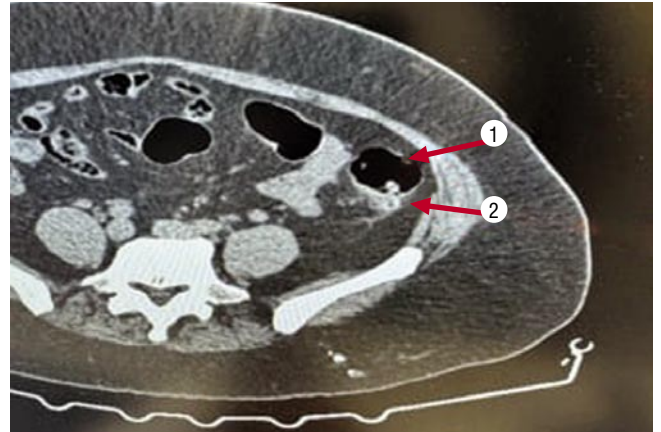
КТ исследование при перфоративном дивертикулите нисходящей части ободочной кишки. 1 – свободный газ в паракольном пространстве; 2 – перфорация дивертикула нисходящей ободочной кишки (подозрение на опухоль).
